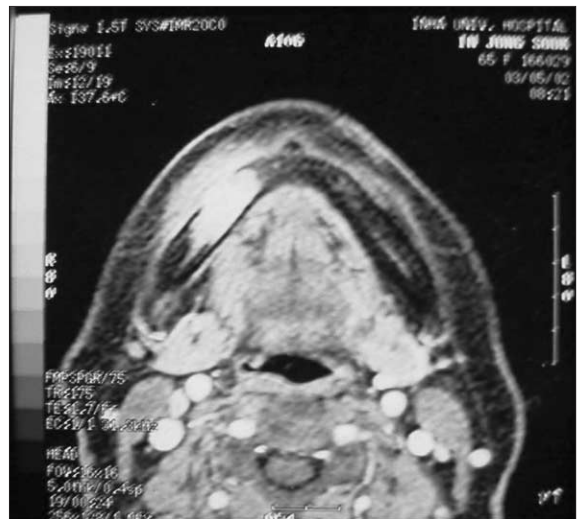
Case 1. Axial view of MRI shows ill-marginated intraosseous lesion in the right mandibular body.
